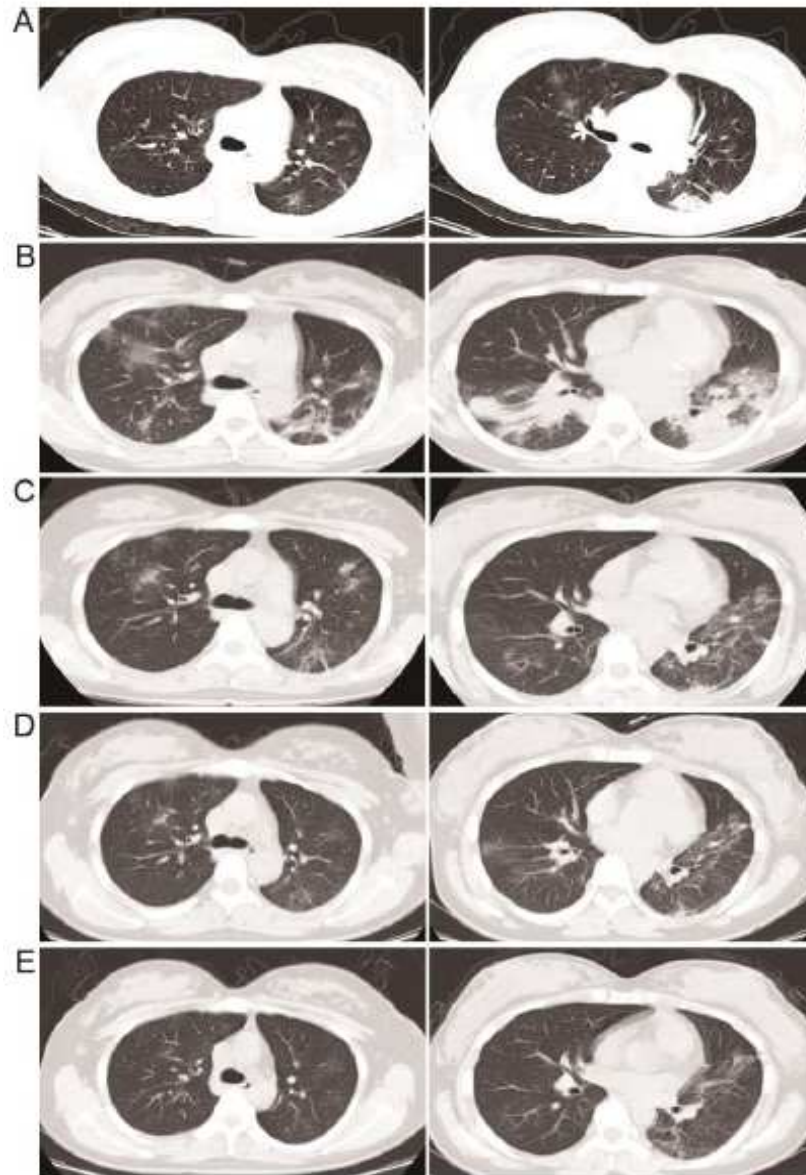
[100] : La série de TDM chez la patiente de Wang et al
